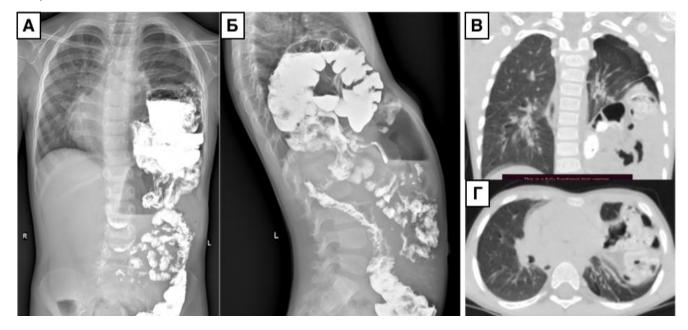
Рентгеноконтрастное исследование желудочно-кишечного тракта (A, Б) и компьютерная томография органов грудной клетки (B, Г) ребенка с рецидивной диафрагмальной грыжей
